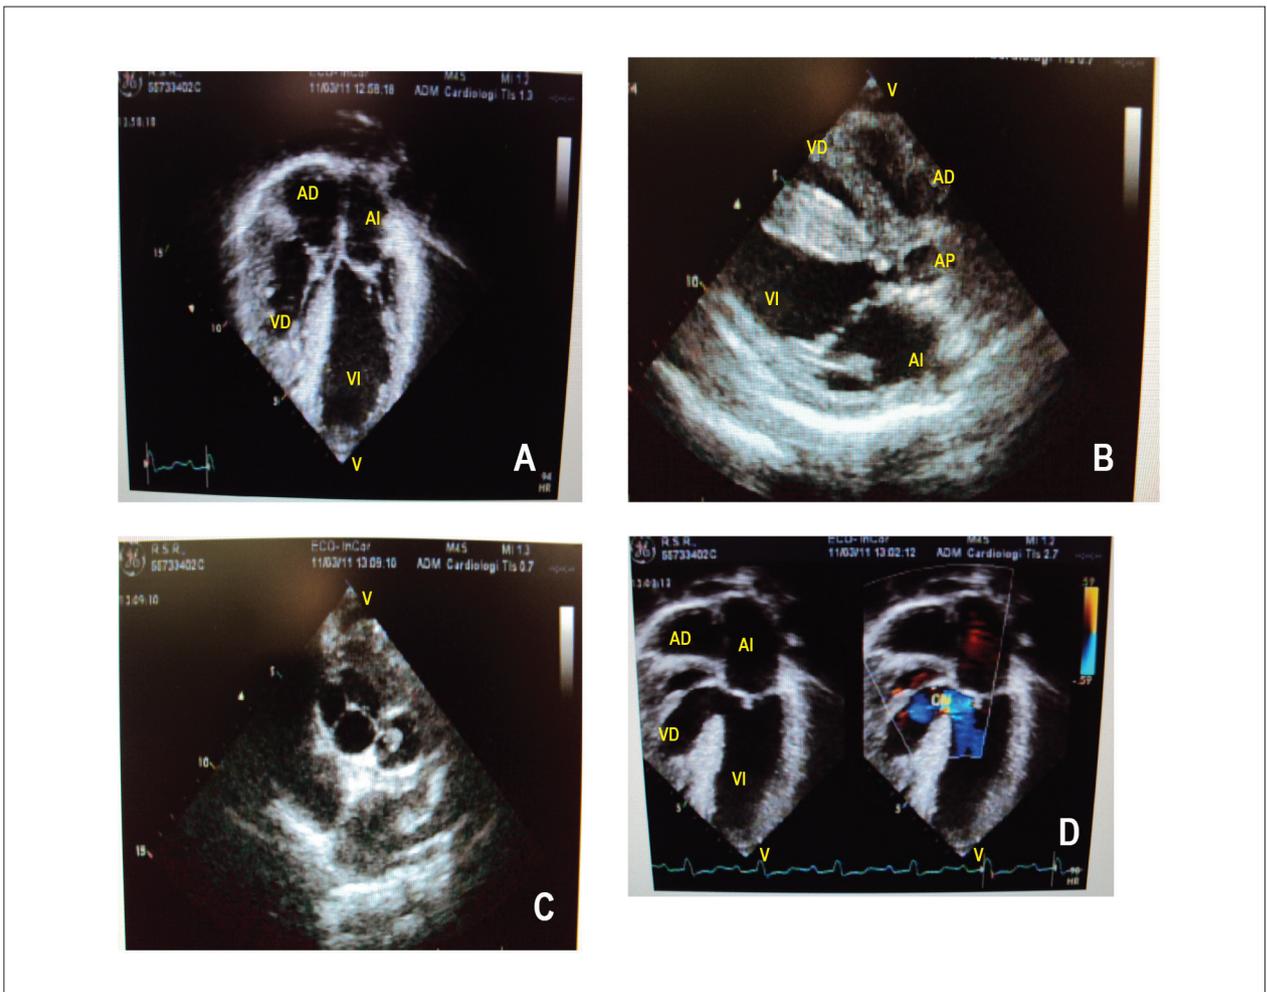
Ecocardiograma muestra hipertrofia acentuada de ventrículo derecho con cavidad disminuida en corte de 4 cámaras en A, estenosis pulmonar subvalvular y anular en conexión con el ventrículo izquierdo en corte longitudinal en B, aorta anterior y mayor que el tronco pulmonar en corte supraesternal en C, gran comunicación interventricular de vía de entrada en corte de 4 cámaras con predominante flujo de la izquierda a la derecha en color-Doppler en D.
